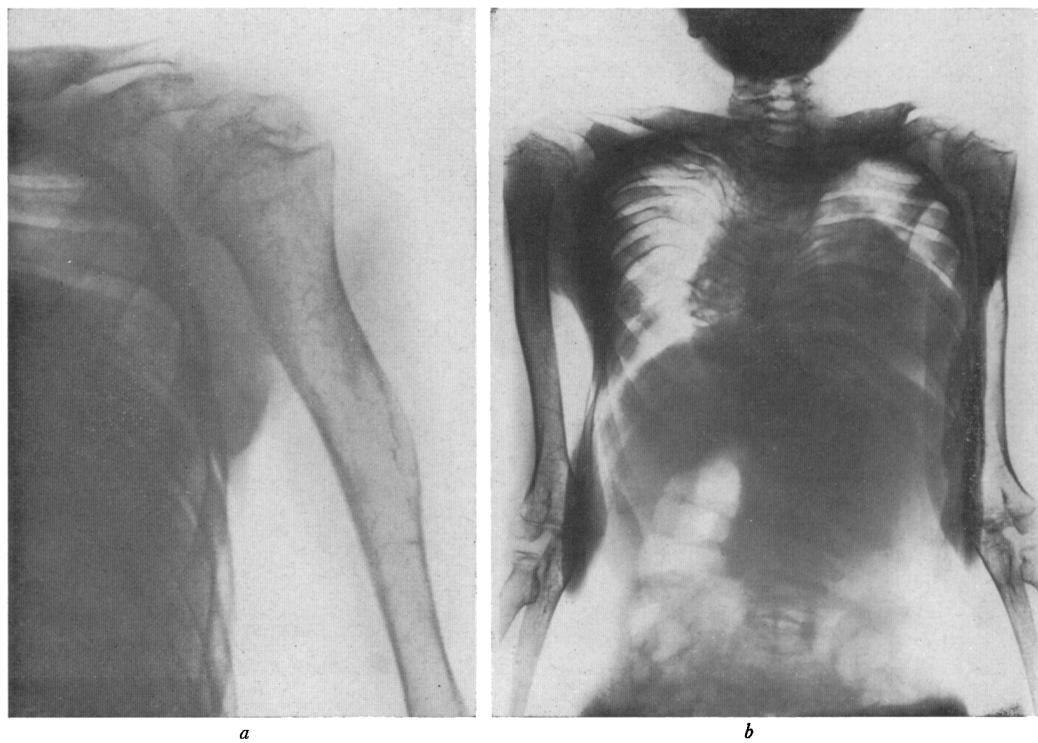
Caso n. 2. Radiografia dell'omero S. (a): deformazione del nucleo epifisario prossimale e della linea di calcificazione provvisoria. Esiti di frattura medio-diafisaria. Diradamento ed irregolarità delle trabecole. Radiografia del torace (b): grave cifo-scoliosi. Deformazione delle costole, delle clavicole e dei corpi vertebrali. Grave diffusa osteoporosi
